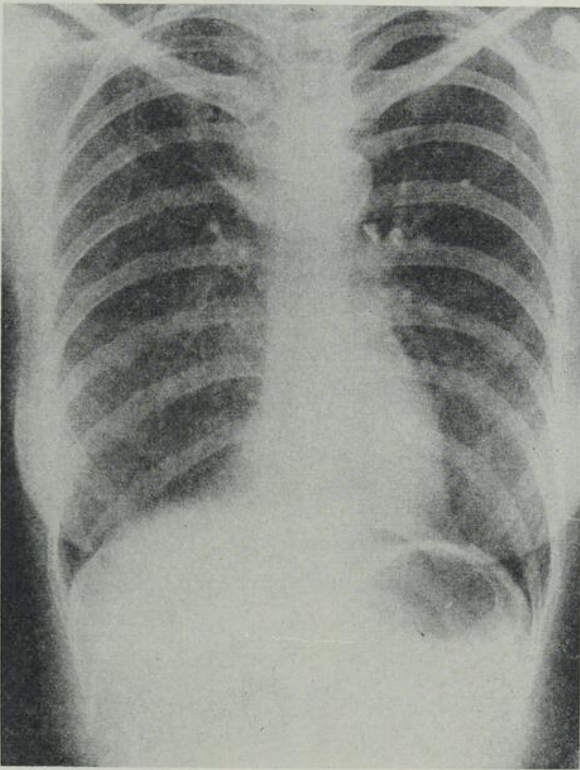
Radiographie pulmonaire du 10 juin 1955 : opacités nouvelles à la base droite.
